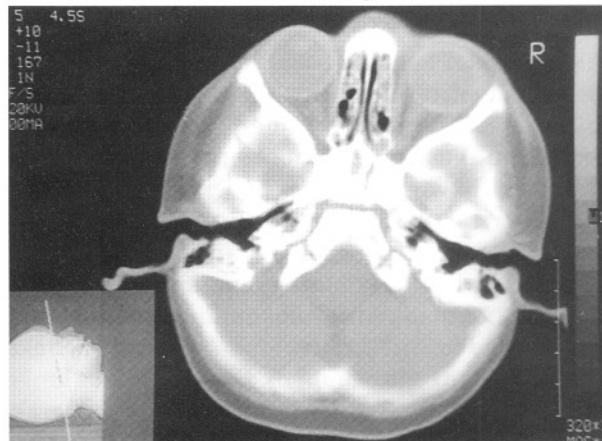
BT'de klivusta transvers kırık görünümü (olgu 2)
